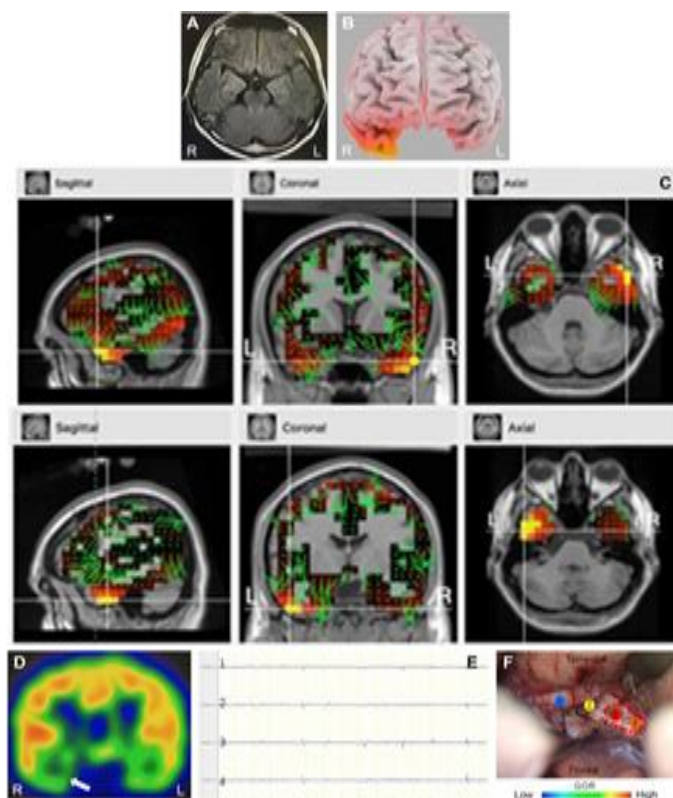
Representative findings in an MRI negative temporal lobe epilepsy case.
